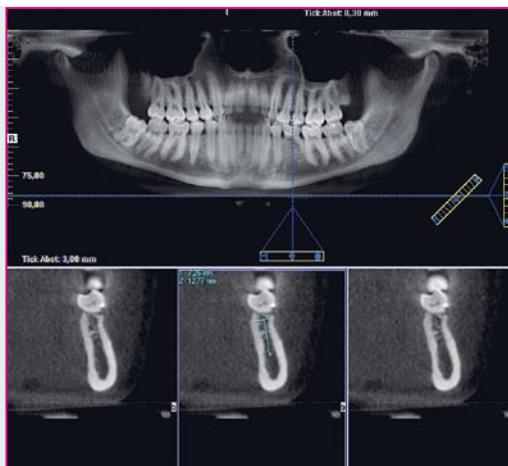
Planung der Implantation mit Digitaler Volumentomografie.
